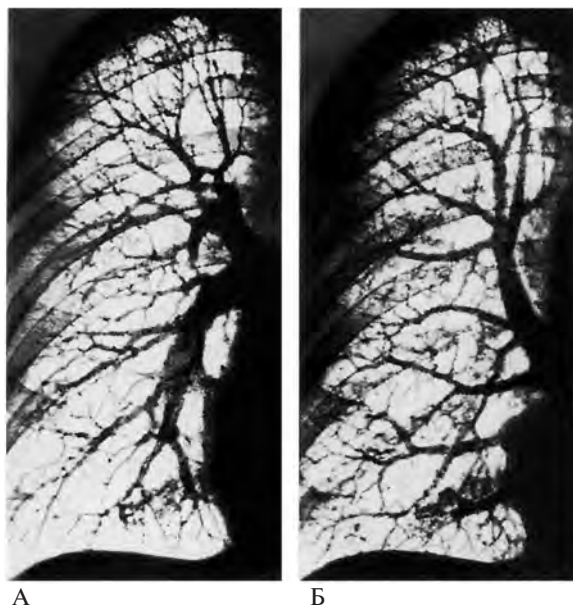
Сосуды малого круга кровообращения (фотографии рентгенограмм правого легкого).
